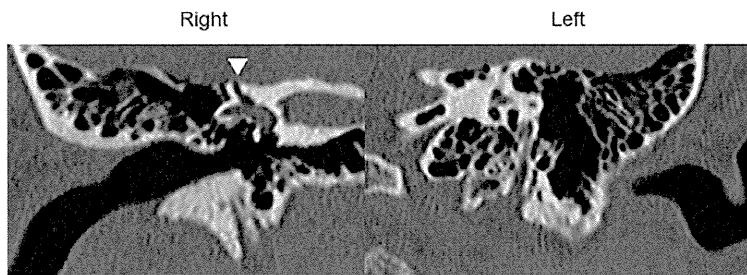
CT scans of patient #1
